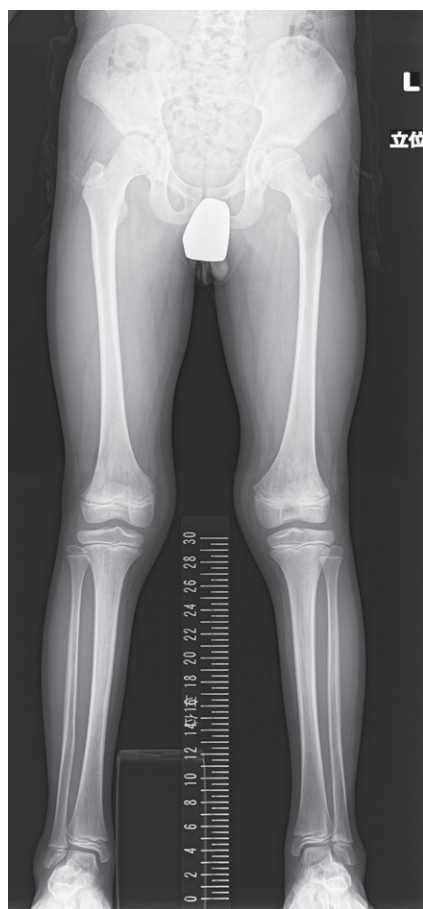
最終経過観察時の下肢全長X線正面像：左大腿骨に15 mmの短縮を生じた。
